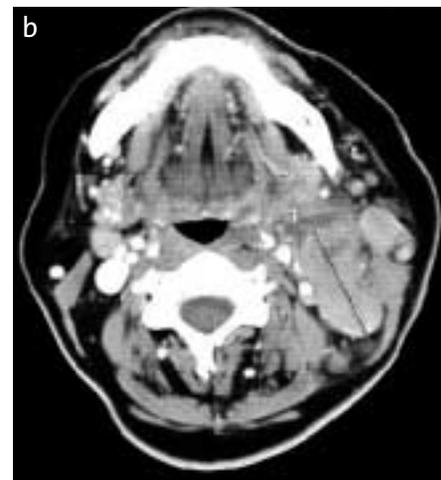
Im axialen Hals-CT kann die Ausdehnung und Begrenzung einer zervikalen Metastasierung sicher abgelesen werden. Aussagen über Dignität lassen sich aber nur schwer treffen. Für die Primärtumorsuche ist das CT aber unerlässlich.
